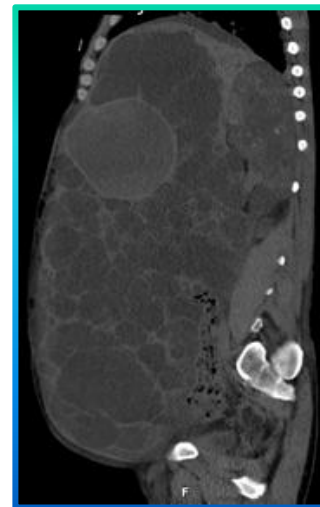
TC corte sagital pré-transplante do doente do caso 2
